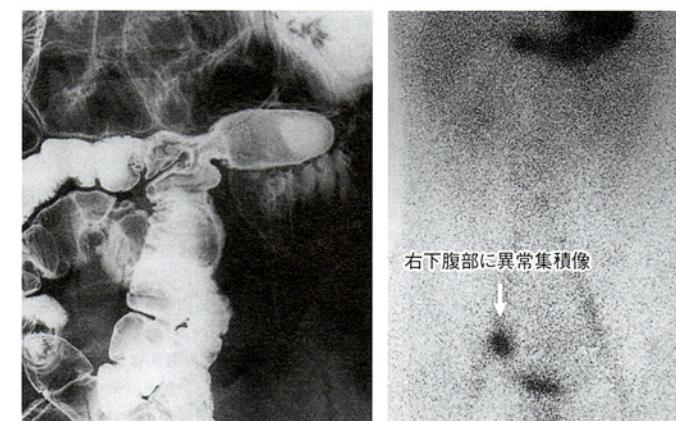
メッケル憩室のX線および $^{99m}\text{TcO}_4^-$ シンチグラフィ所見
